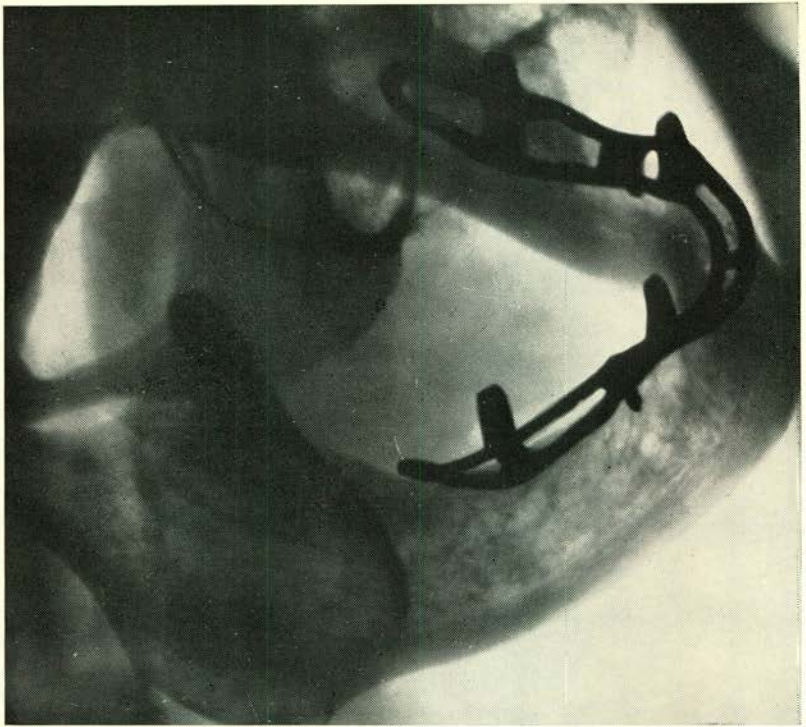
A: Röntgenfoto van patiënte A, onmiddellijk na de operatie
